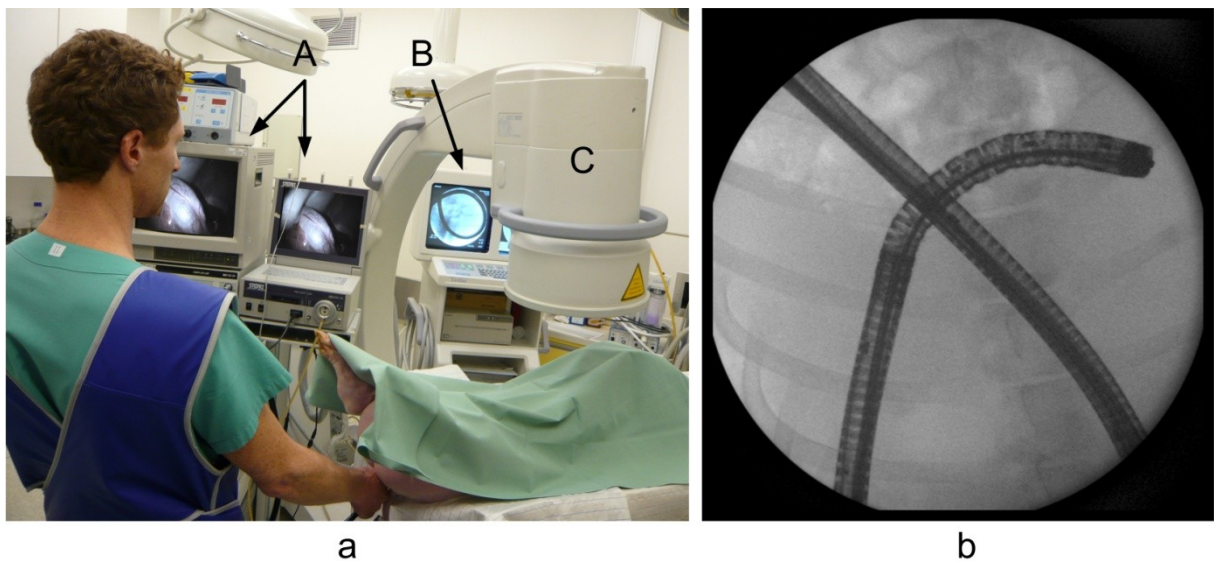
a) Röntgendurchleuchtung während des Eingriffes. Der C-Bogen (C) beansprucht einen großen Arbeitsraum unmittelbar am OP-Tisch neben dem Endoskopieturm (A) und ermöglicht nur eine beschränkte Sicht auf die Bildwandler-Workstation (B). Der Einsatz ist mit einer nicht ganz unerheblichen Strahlenbelastung des Operators verbunden und verlangt das Tragen einer Schutzkleidung. b) Abdomenübersichtsaufnahme mit Abbildung des eingeführten Endoskops. Das Endoskop kann nur in Ausschnitten visualisiert werden
